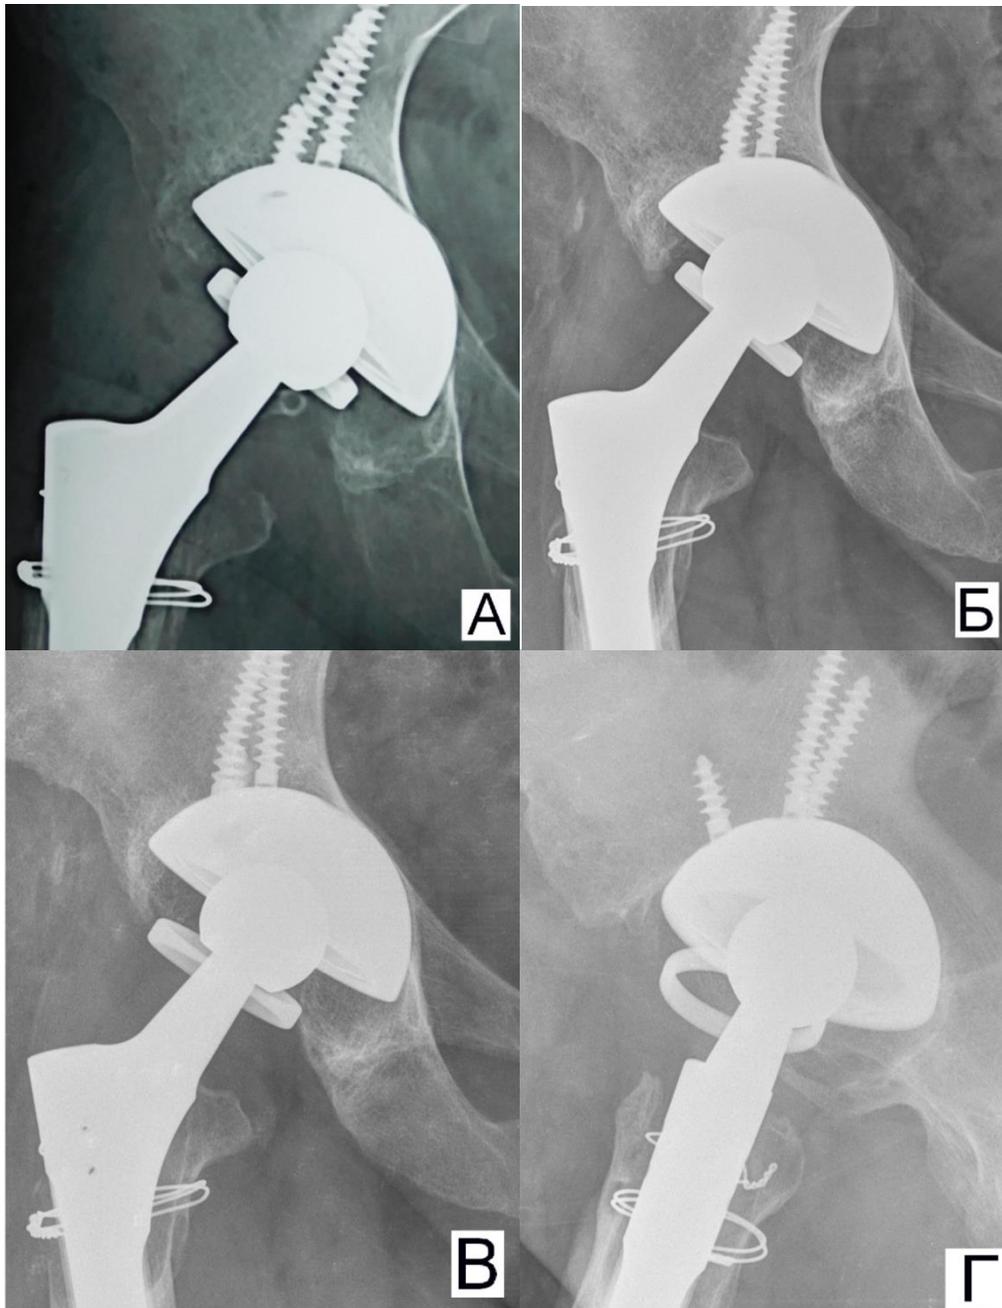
Рентгенограммы пациента со смещением запирающего кольца связанного вкладыша: А – в первые сутки после операции; Б – через 3,7 года после операции; в, г – в срок 5,5 лет в прямой и боковой проекциях
